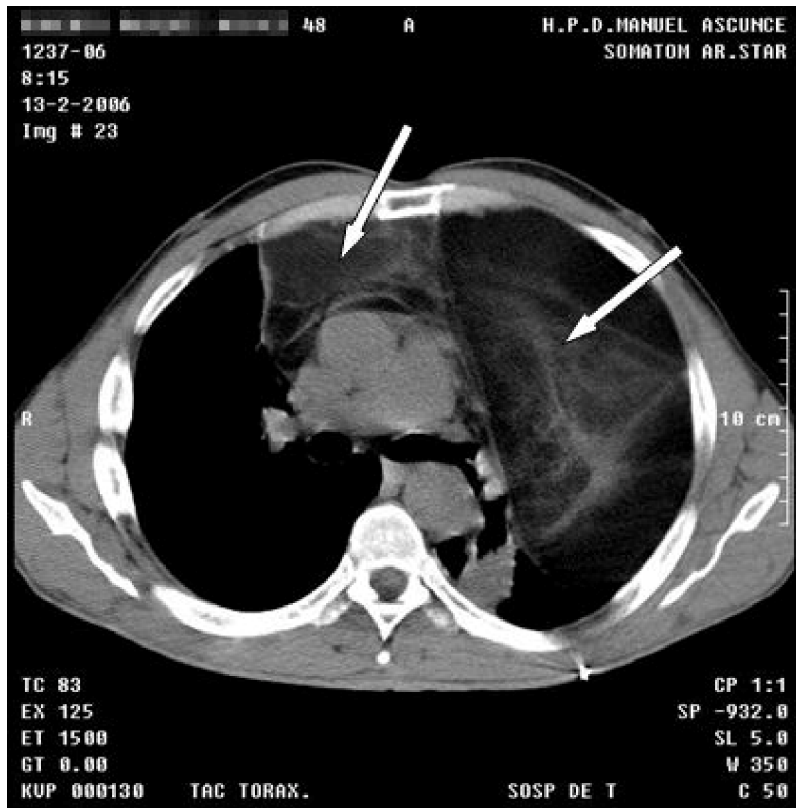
Tomografía axial computadorizada. Se señala con flechas la gran masa tumoral hipodensa que comprime al pulmón izquierdo y, en parte, al derecho.
